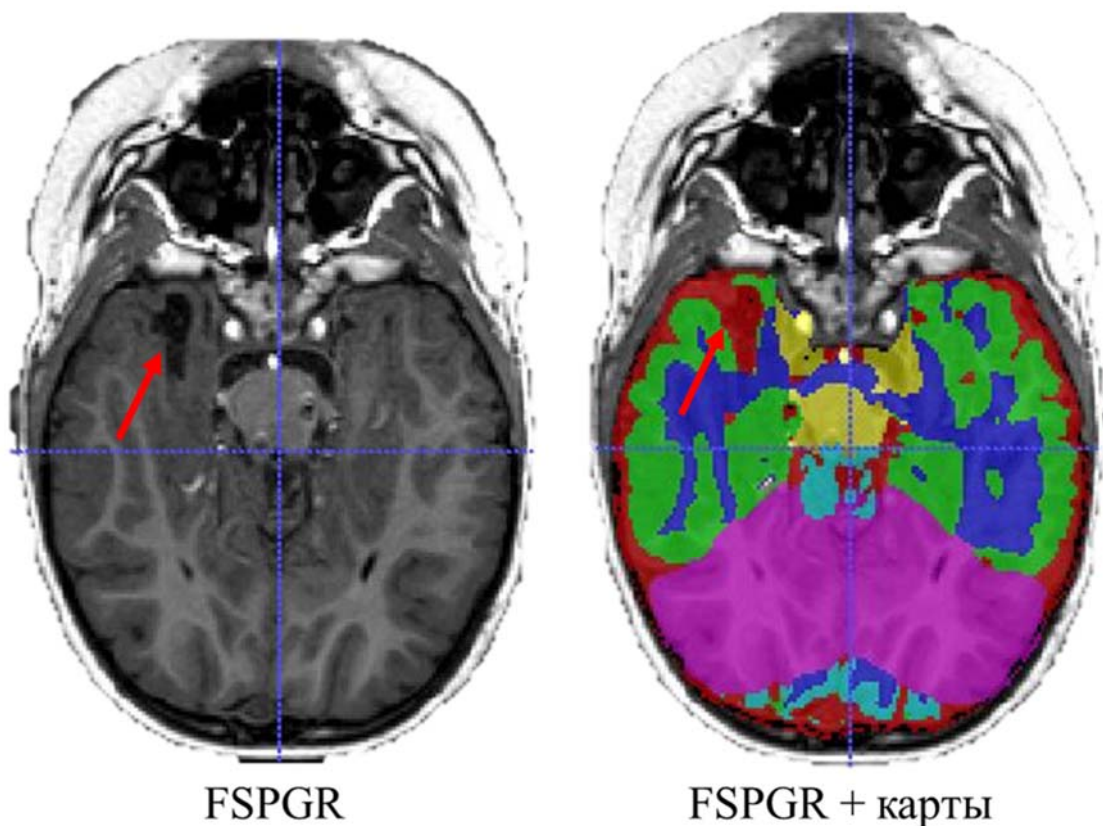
МРТ исследование пациента с ФКД правой височной доли. После совмещения с картами сегментации головного мозга, зона ФКД сегментировалось как ликворное пространство (красная стрелка). Стрелкой указана ФКД правой височной доли
